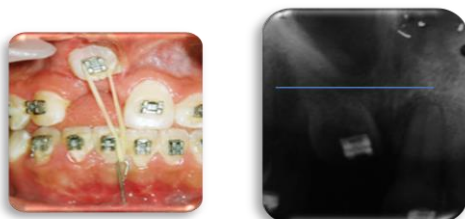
Último registro diente 11 (Octubre-2010). A. Fotografía intraoral; B. Radiografía periapical.
